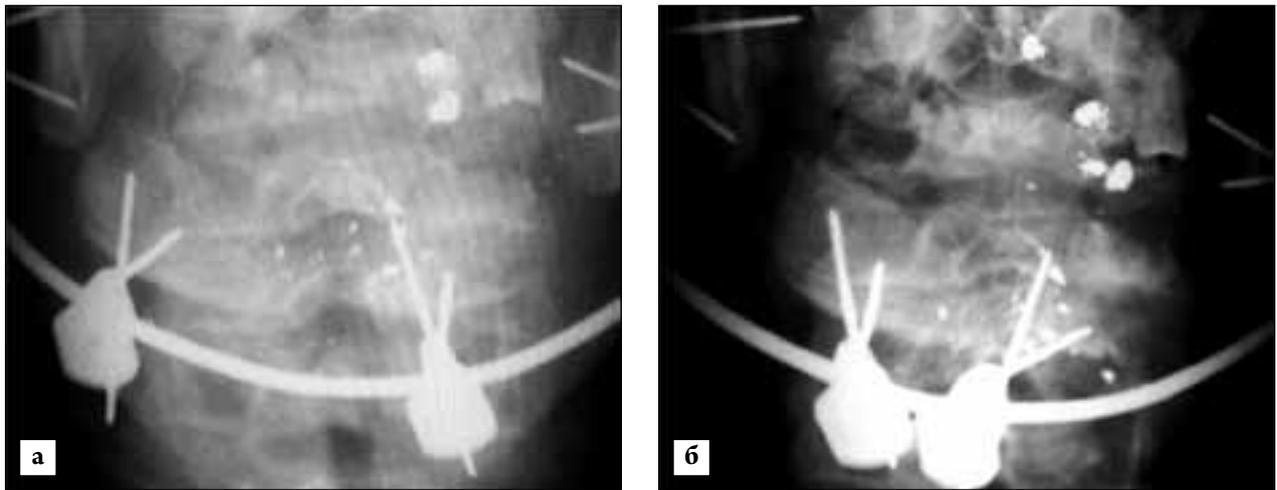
Рентгенограмма перемещенных фрагментов: а — на 8-е сут.; б — на 12-е сут.
